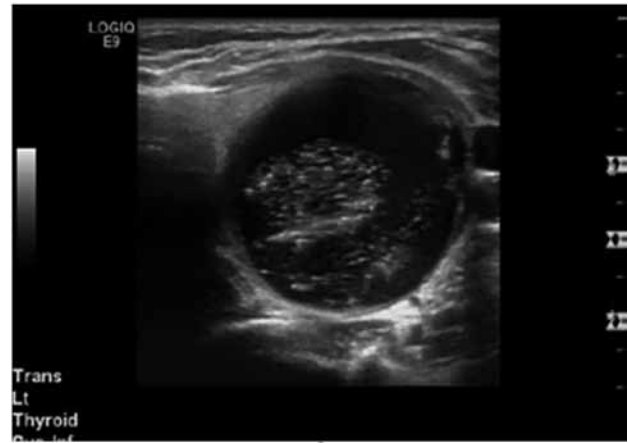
Клинический случай 2. При УЗИ выявлен кистозный узел со взвесью в полости около задней стенки. При ТАБ получены данные о доброкачественном коллоидном узле
